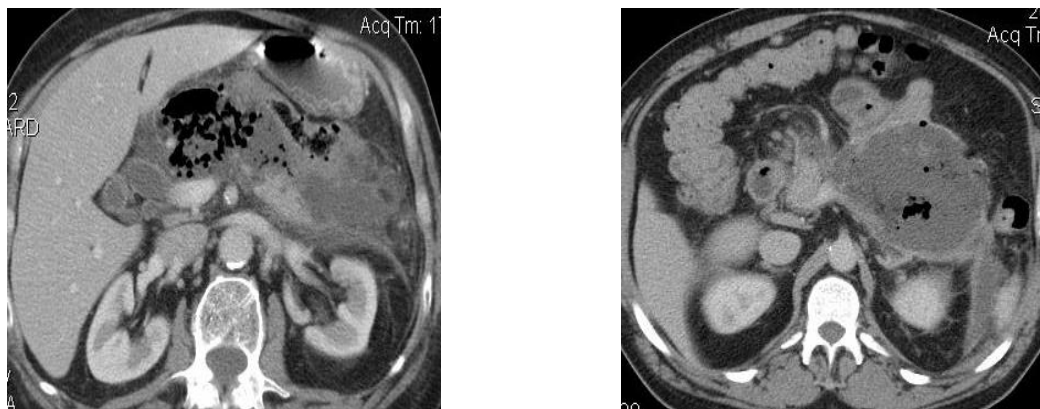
КТ-снимки инфицированного панкреонекроза до проведения оперативного лечения.
